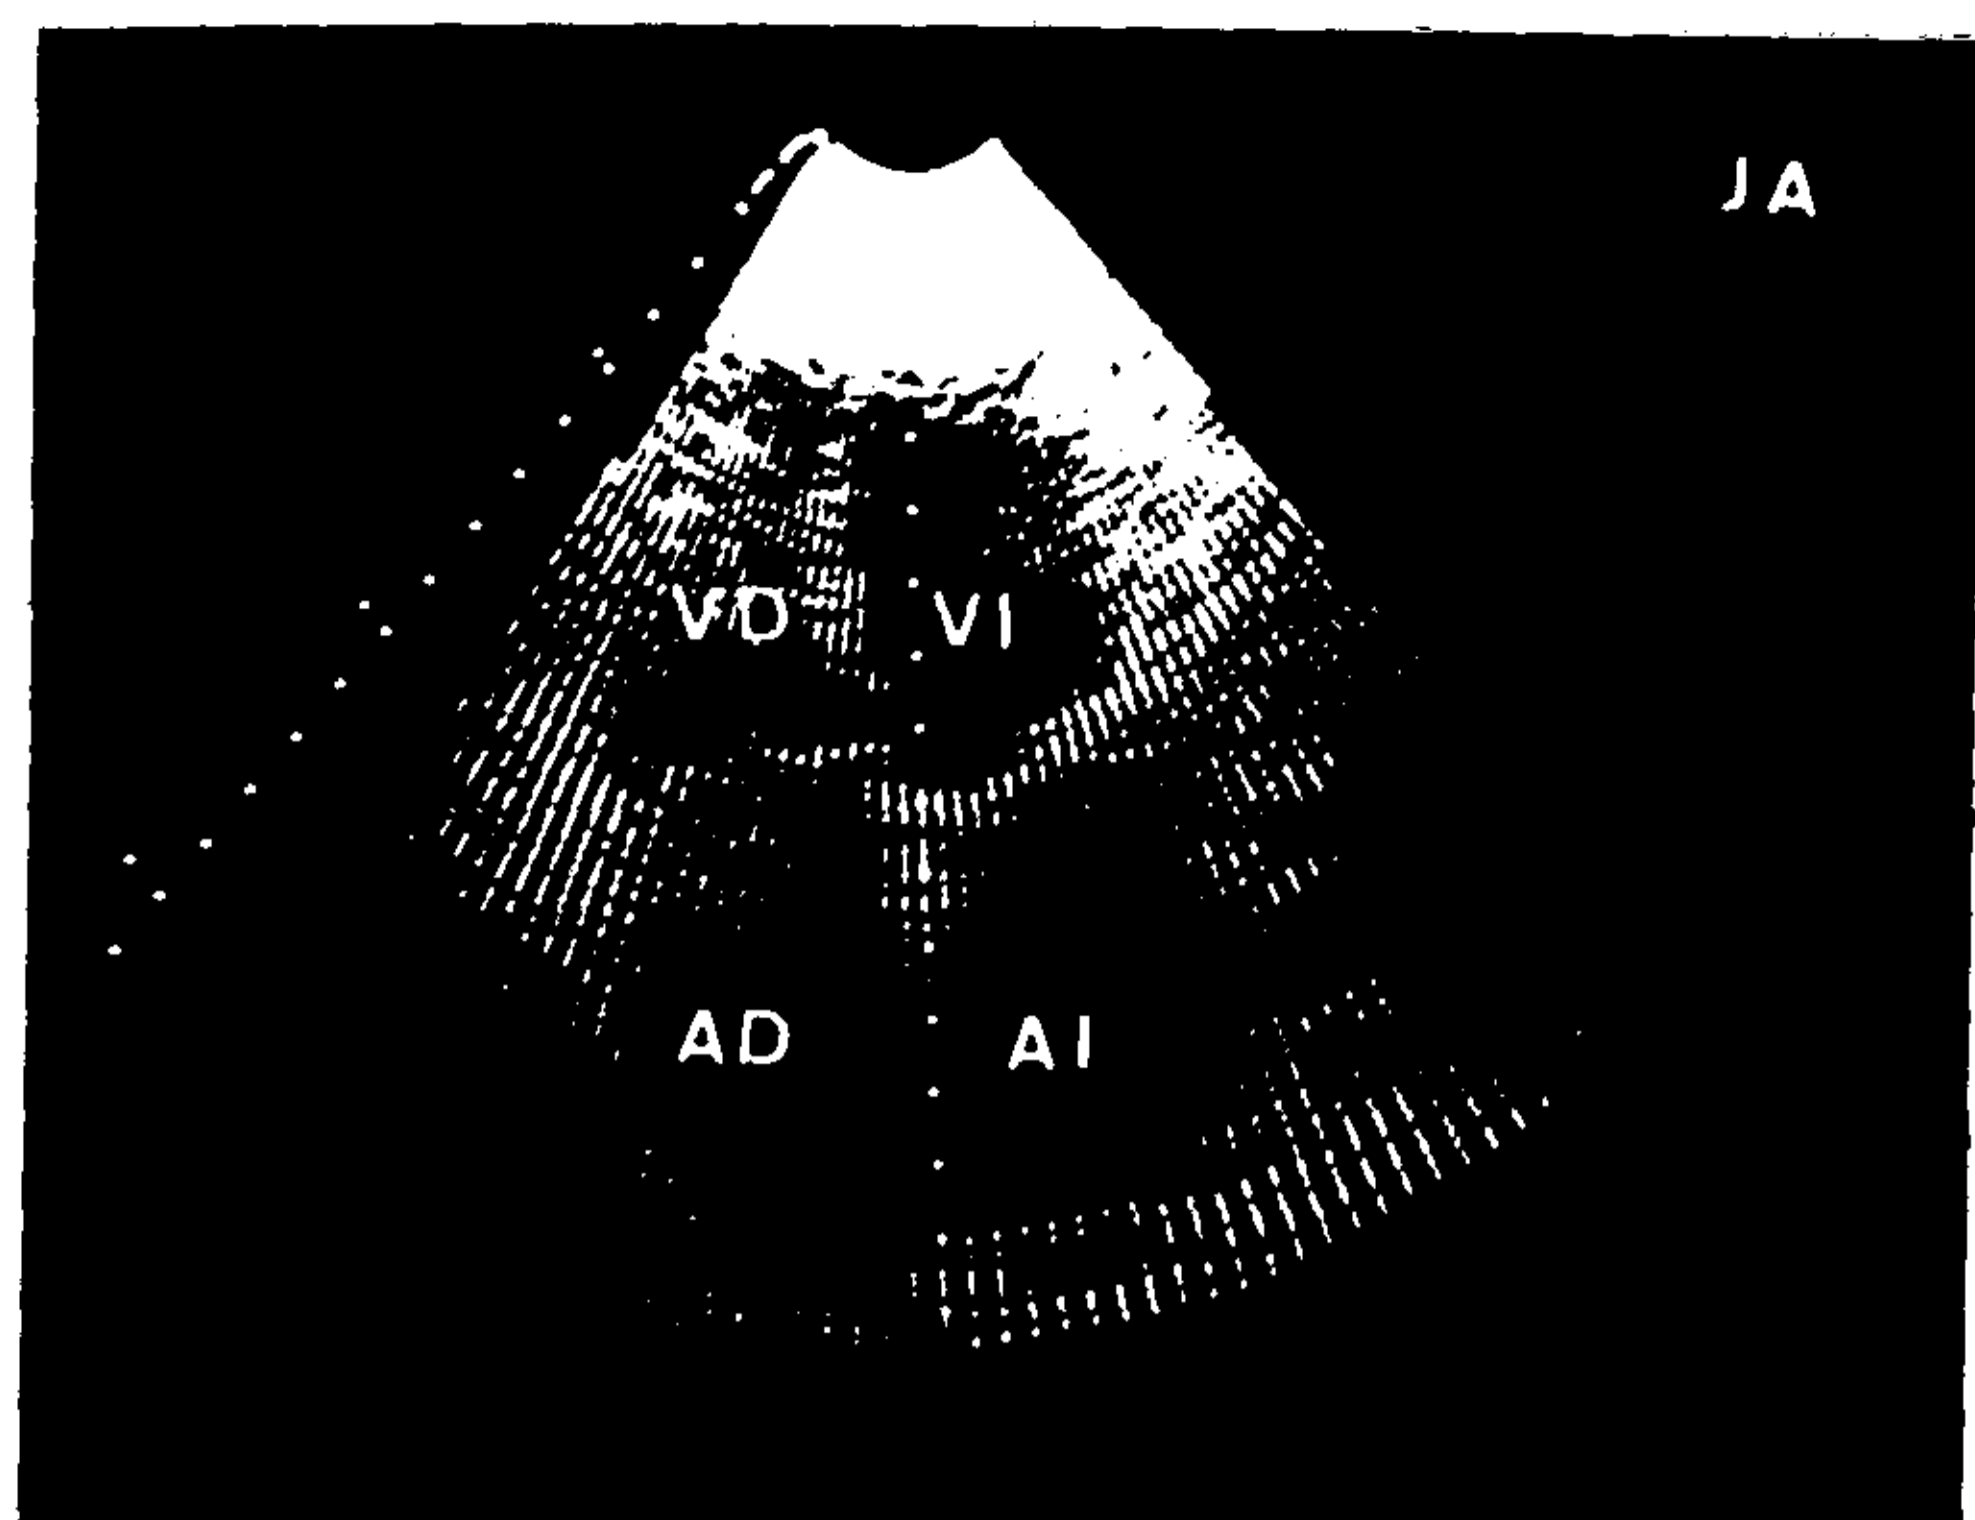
Ecocardiograma bidimensional del caso 2. Plano de cuatro cámaras desde ápex; se comprueba obliteración de la punta del ventrículo derecho (VD) (sombreado) por fibrosis y/o trombosis que sugiere el diagnóstico de endomiocardiofibrosis configurando un tipo 1 de Shaper del lado derecho. AD, aurícula derecha; VI, ventrículo izquierdo; AI, aurícula izquierda.
